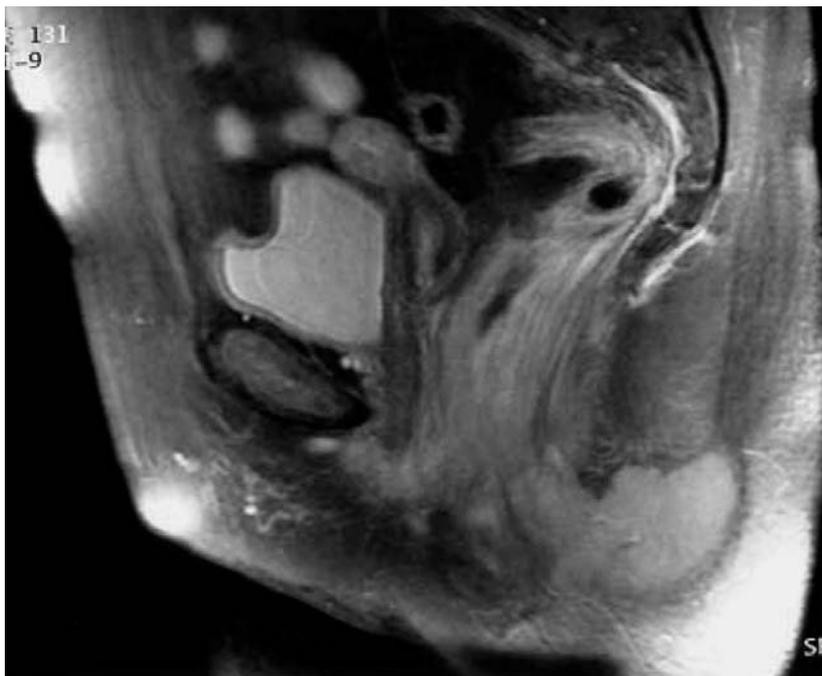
МРТ таза (сагиттальная проекция). Перианальная опухоль с инфильтрацией прямой кишки и периректальной жировой ткани
